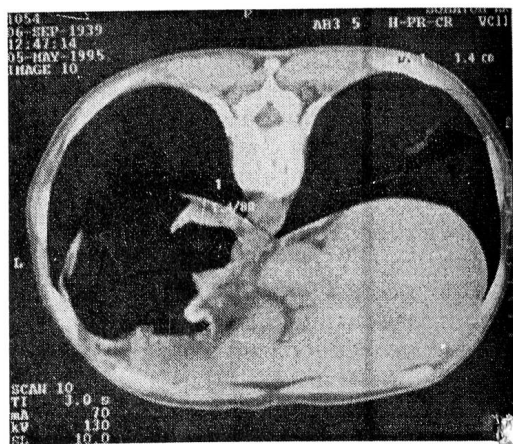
КТ желудка больной С., 59 лет. Эндофитный рак кардиального и субкардиального отделов желудка. Определяются утолщение стенок кардиального и субкардиального отделов желудка до 1,4 см, некоторая неровность внутреннего контура.
